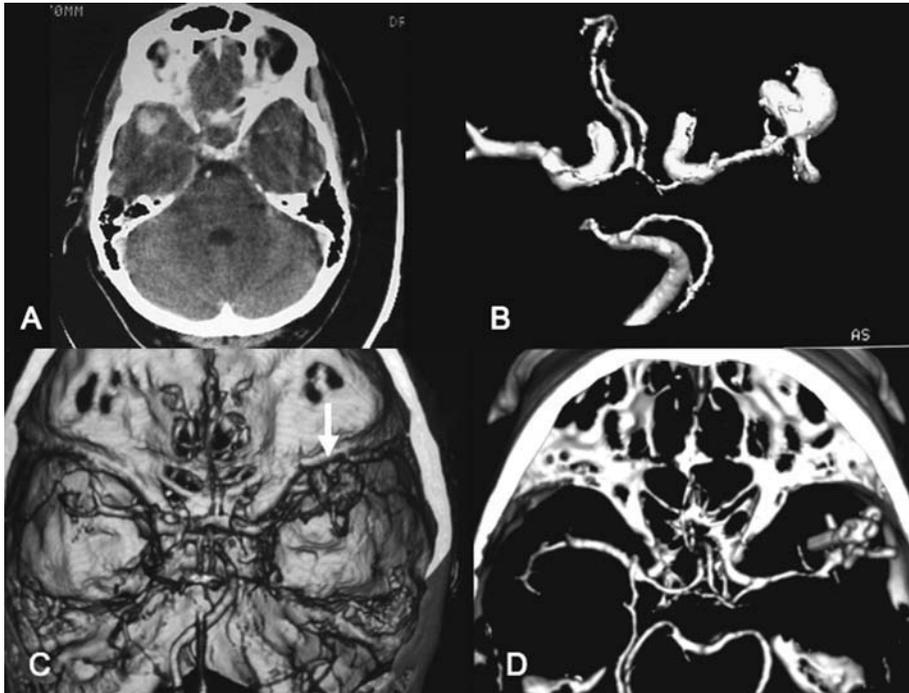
Aneurisma complejo de cuello ancho de la arteria cerebral media derecha. A. TAC con contraste, donde se localiza el aneurisma. B. Angiotomografía con un aneurisma de cuello ancho bilobulado en el segmento M1–M2 de la arteria cerebral media. C. Angiotomografía con reconstrucción 3–D de la base del cráneo; se aprecia la relación del aneurisma con el ala del esfenoides (flecha). D. Reconstrucción posquirúrgica en 3–D, donde se aprecia la desaparición del aneurisma con el empleo de tres clips tipo Yasargil.
